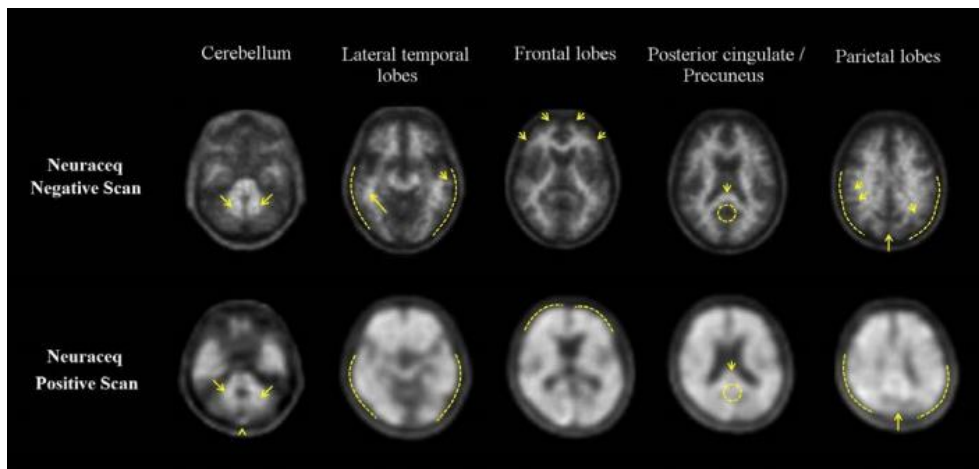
Visão axial de *scans* PET negativos (linha superior) e positivos (linha inferior) para Florbetabeno (18F). Cerebelo: um contraste entre a substância branca (setas) e a substância cinzenta é visto tanto em *scans* negativos quanto positivos. Pode ser observada captação extracerebral do traçador no couro cabeludo e no seio sagital posterior (ponta de seta). Lobos temporais laterais: A aparência espiculada ou "montanhosa" da substância branca (setas) é vista no *scan* negativo, e o sinal radioativo não atinge a borda externa do cérebro (linha tracejada) devido à menor captação do traçador na substância cinzenta. O *scan* positivo mostra uma
